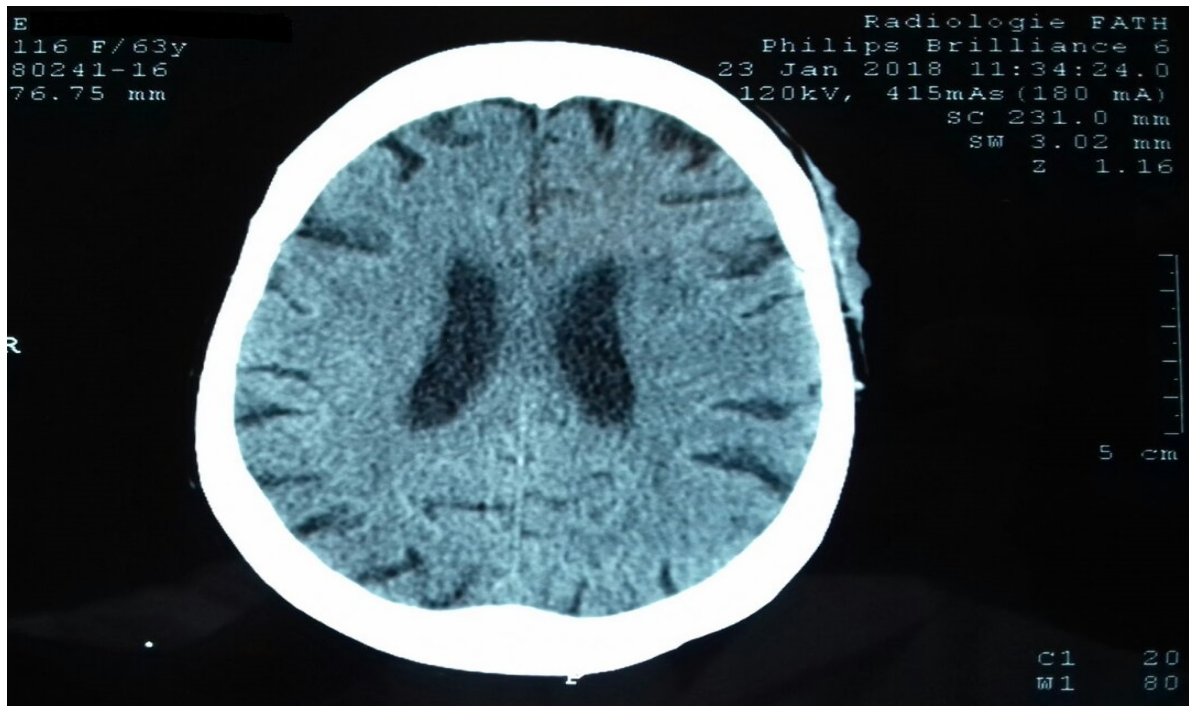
TDM en coupe axiale montrant une lésion pariétale en faveur d'un CBC
